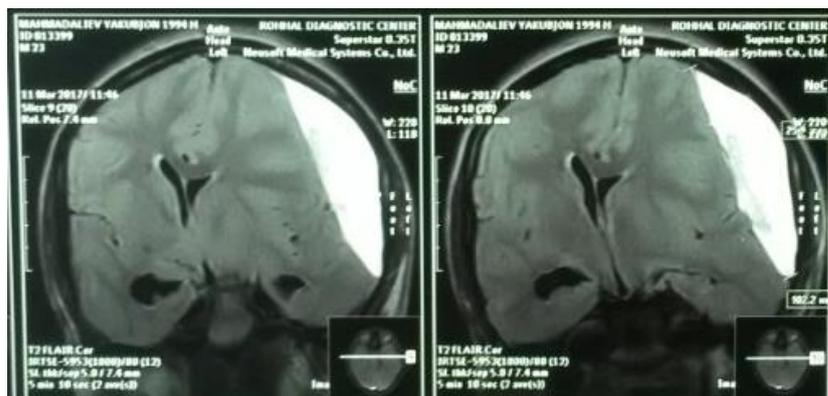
МРТ головного мозга до операции пострадавшего М., 1994 г.р. №1045
